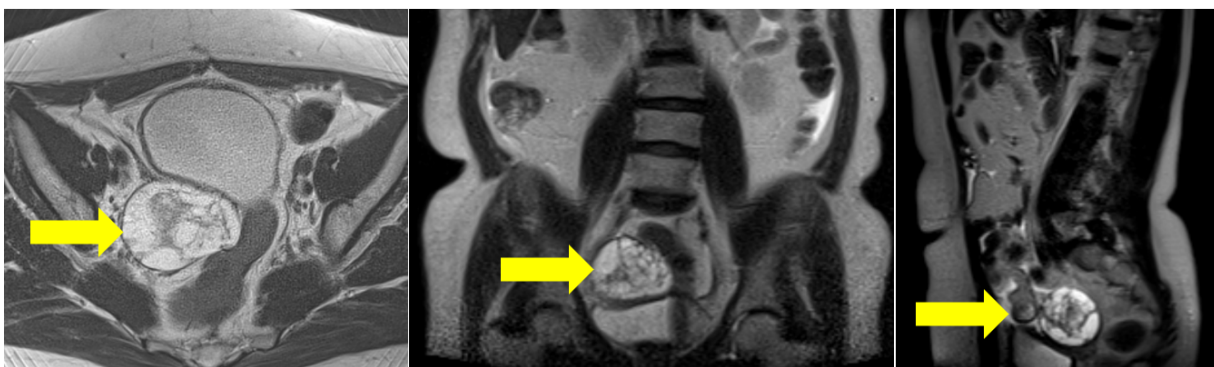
Corte axial, coronal, y sagital de resonancia magnética nuclear con gadolinio donde se evidencia tumor pélvico, multilocular, tabicado, predominantemente quístico, de intensidad heterogénea que mide 6,2 cm x 6 cm x 5,1 cm.
